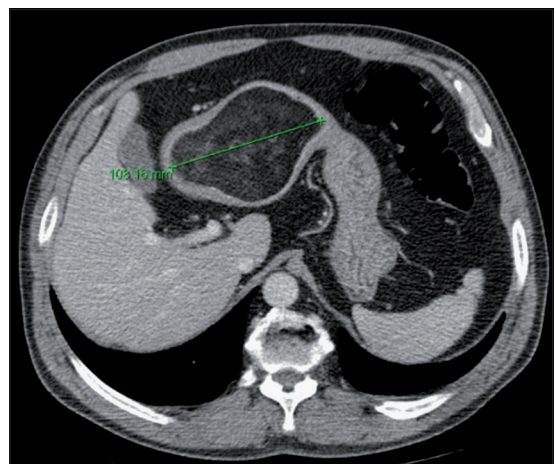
Tomografía axial computada que demuestra una lesión con densidad grasa, de 10,8 x 6 cm, ocupando parte importante del lumen antral gástrico, con baja captura de contraste. Flecha verde indica tamaño del tumor.
